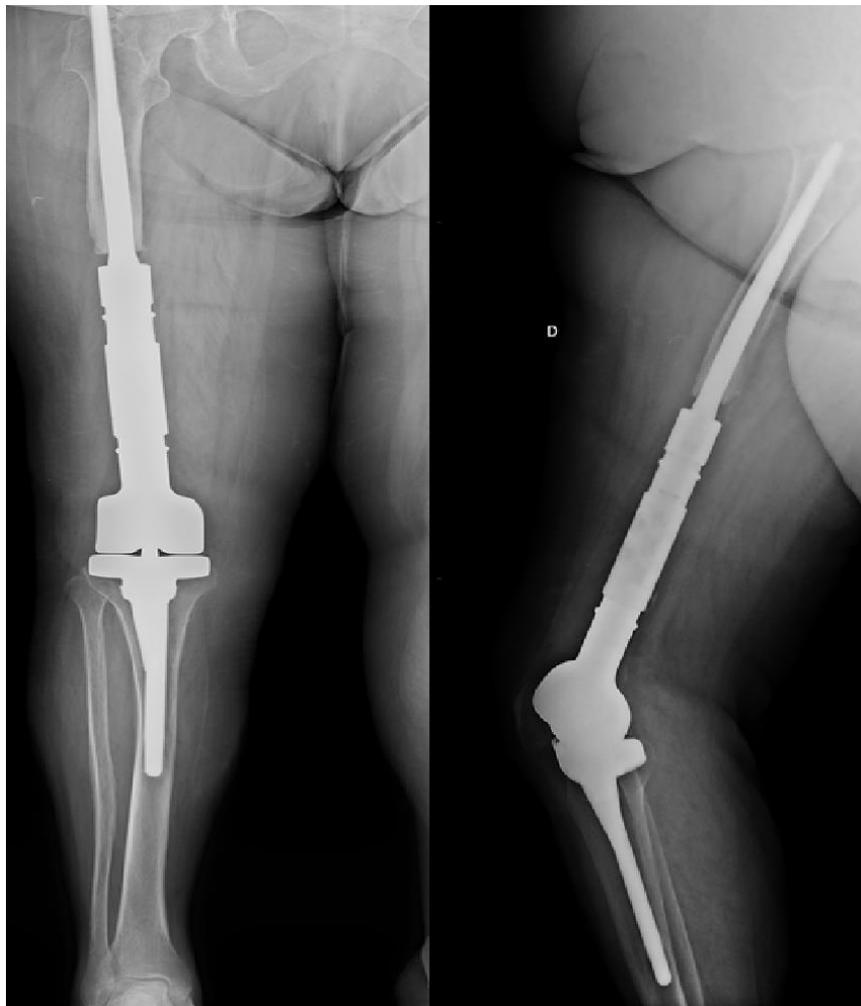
Radiographie de face et de profil d'une prothèse massive de reconstruction *MUTARS®*.
